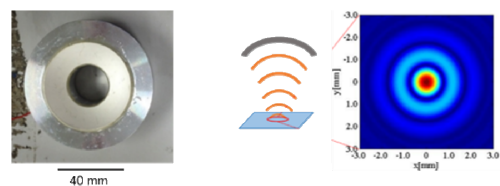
Focused Ultrasound Device to capture a bubble
